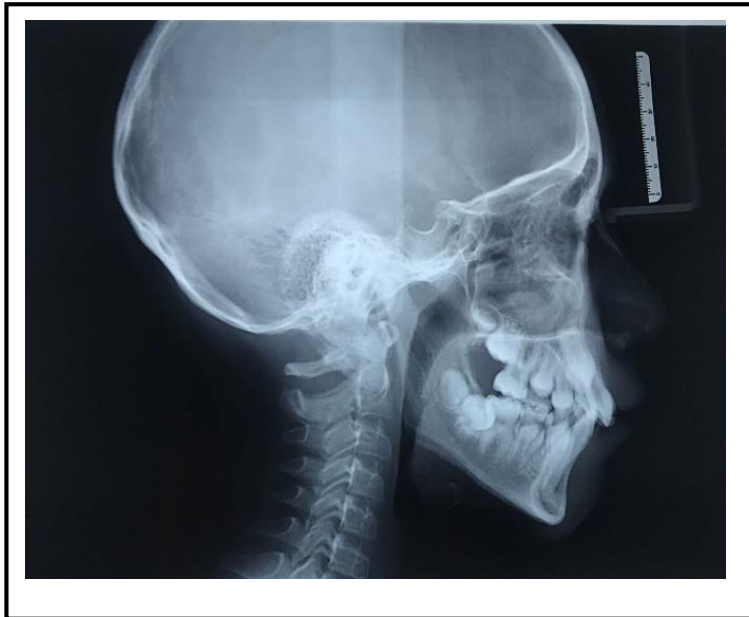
telerradiografía de perfil tomada de historias clínicas pacientes especialidad OODMF.
